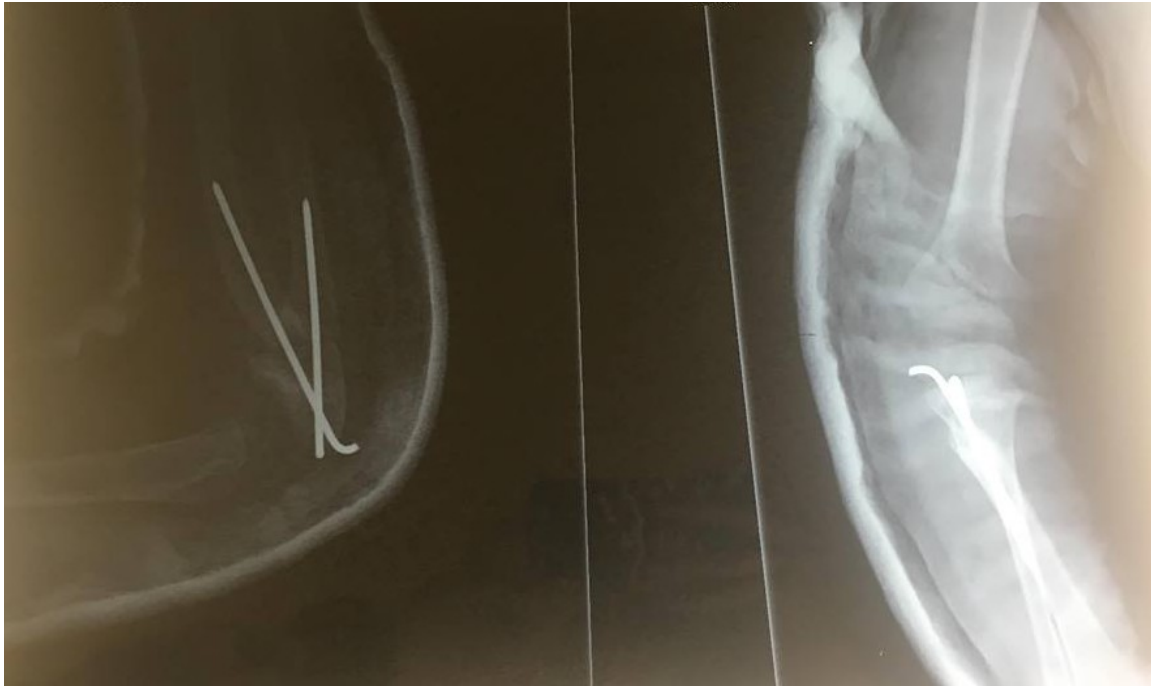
Radiographies de l'avant-bras droit face et profil, objectivant une synostose radio ulnaire proximale.
